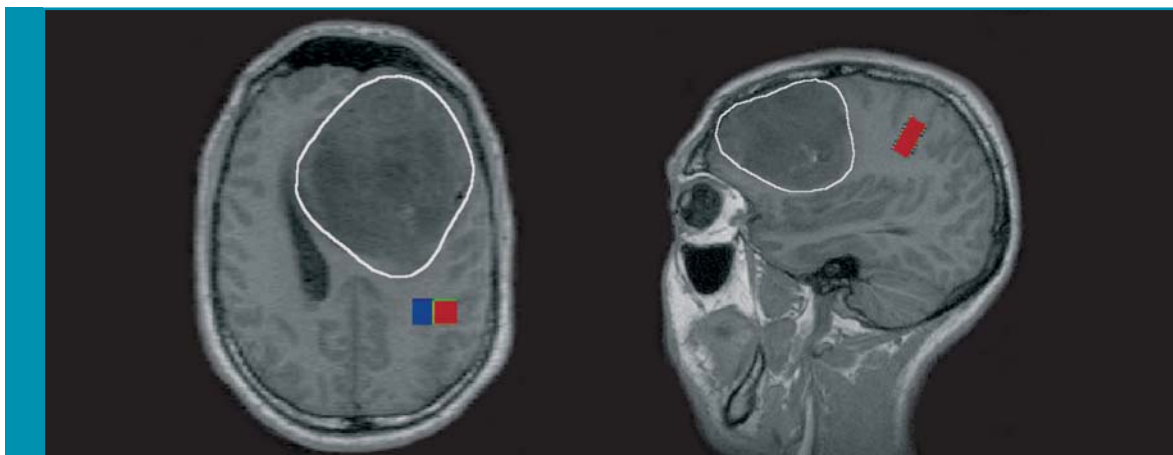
De dipool van de SEF, gemeten in MEG, geprojecteerd over een MRI-scan. De tumor heeft de somatosensibele cortex verplaatst (bron: CTF-website: www.ctf.com).
